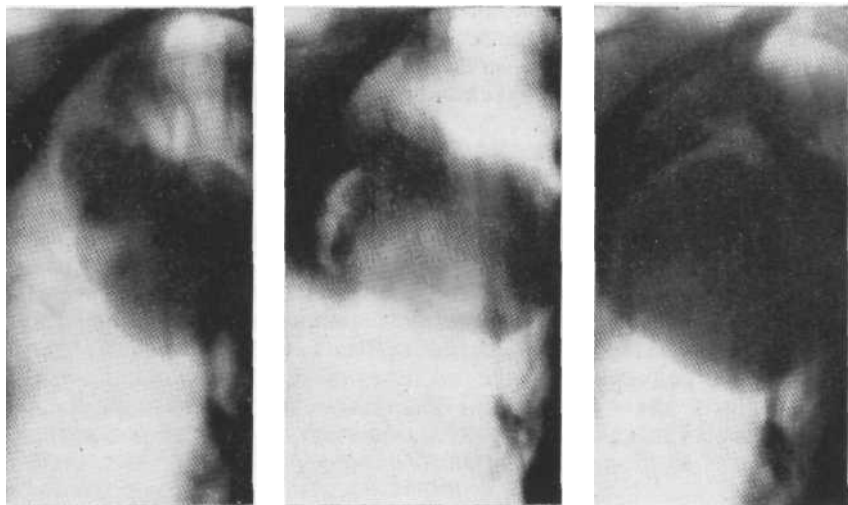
Томограммы в прямой проекции. Периферический рак верхней доли правого легкого. Фазы распада опухолевого узла. Краевой распад. Операция.
